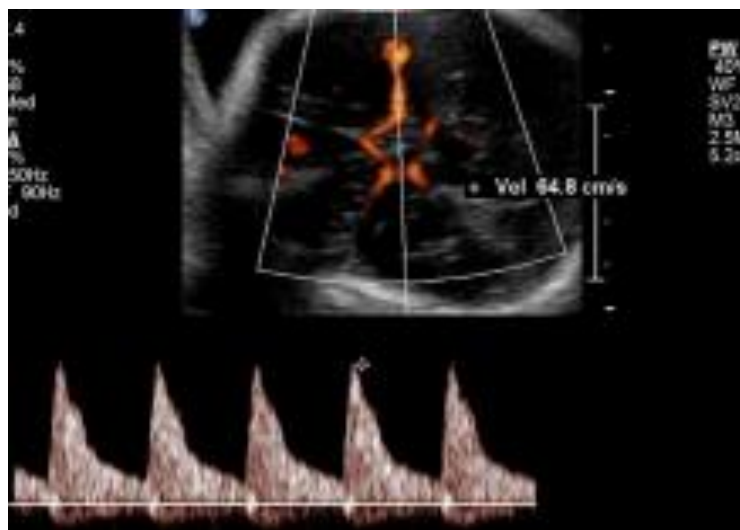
objectivant un doppler normal de l'artère cérébral moyenne
